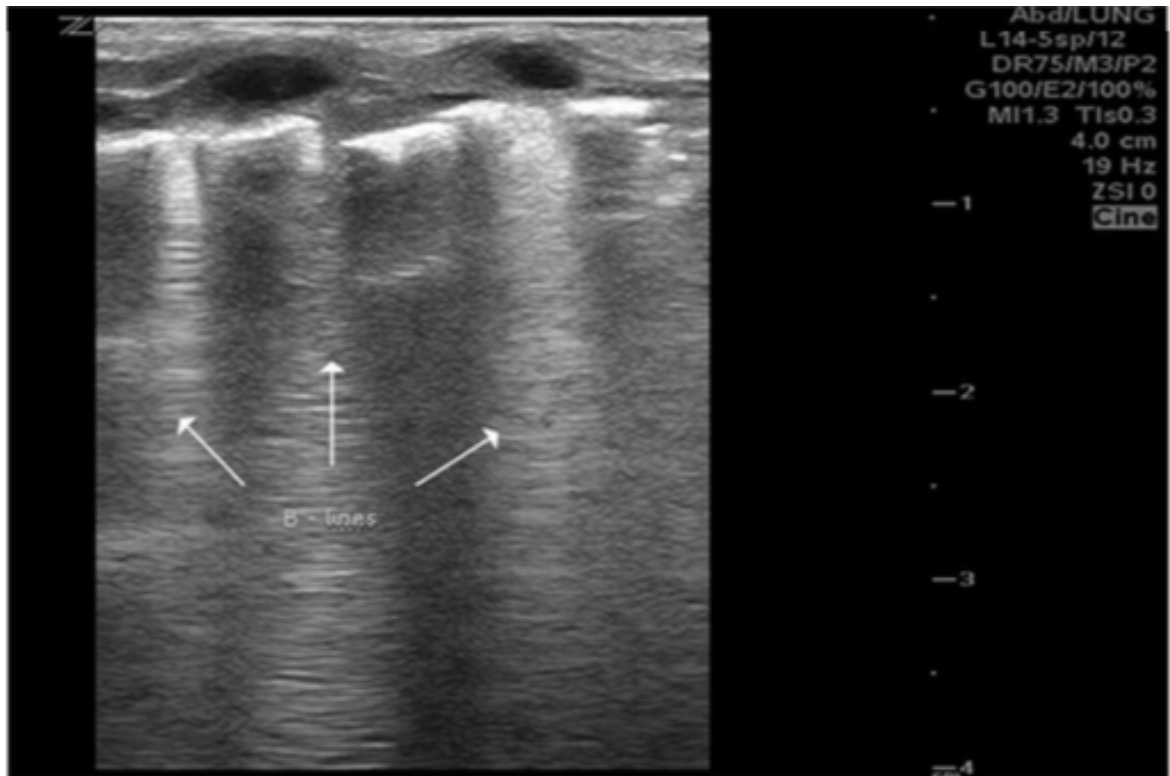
Imagen tomada de Kurepa D, et. al. Neonatal lung ultrasound exam guidelines.
